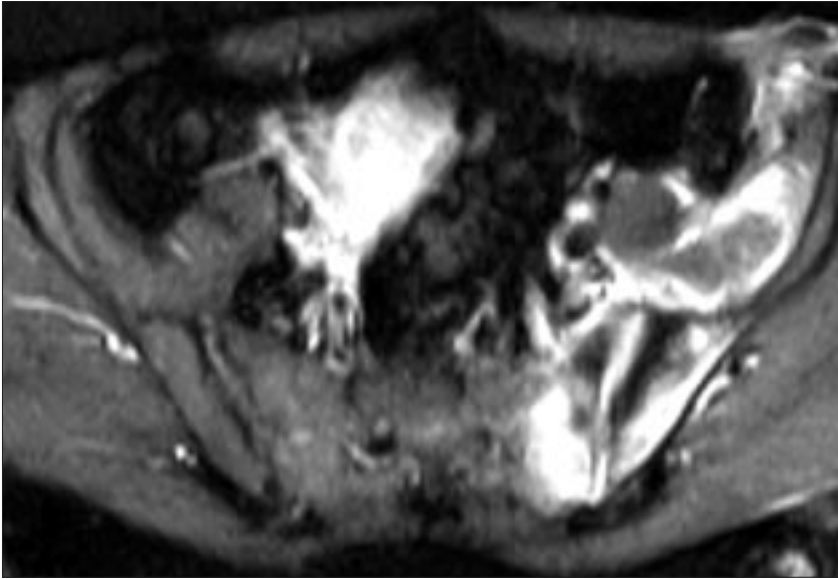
МР томограмма КПС больной З. через месяц (по окончании лечебных процедур). Сохраняется отек губчатого вещества костного мозга в левом КПС, инфильтрация мягких тканей и жидкостные коллекторы. Повышено содержание синовиальной жидкости в полости сустава. Отмечены воспалительные изменения в капсуле сустава.
